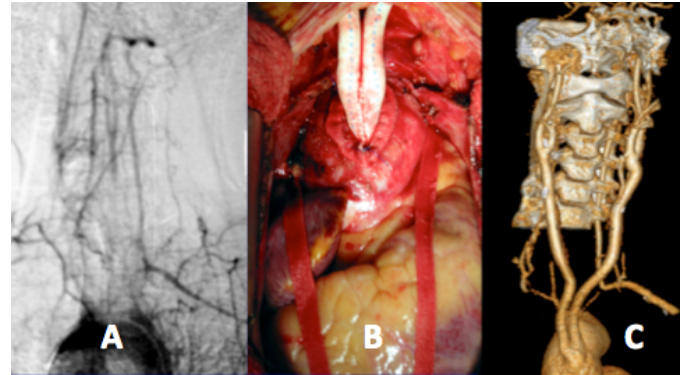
A. Angiografía de arco aórtico de mujer de 31 años con AT tipo IIa e isquemia cerebral global, con obstrucción severa de los troncos supra-aórticos. B. Foto operatoria de puente aorto bi-carotideo. C. TC de control a los 5 años post op.
